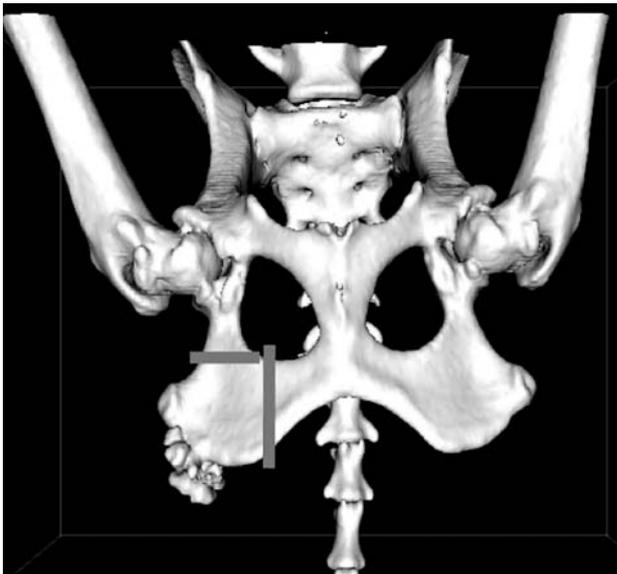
3D-CT 画像を用いた骨切り部の決定
